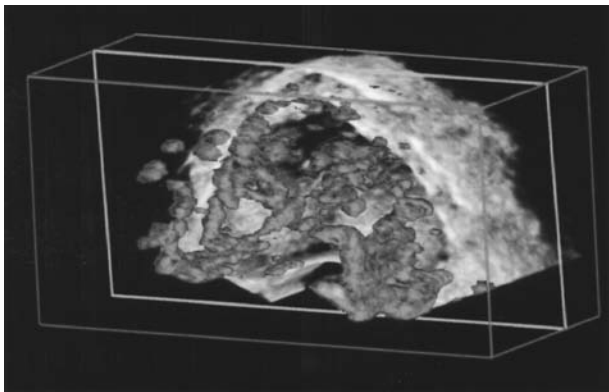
Three-dimensional ultrasonogram of blood flow in the prostate.
